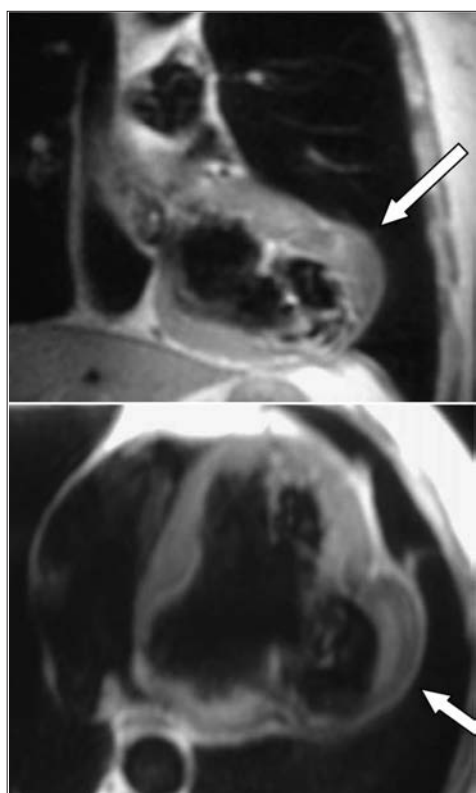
МРТ-зображення ЛШ в коронарному й поперечному перерізі
